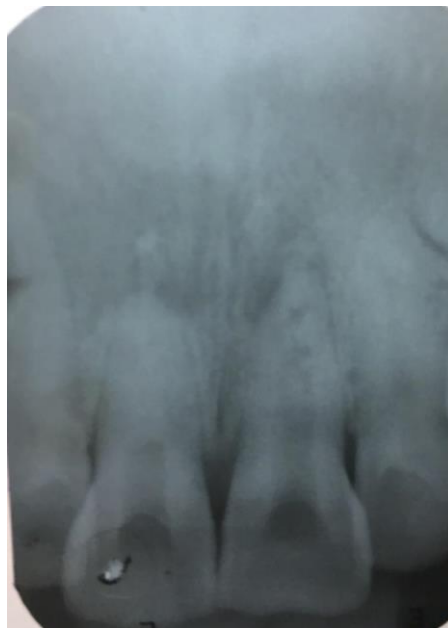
Radiografia periapical realizada após confecção de Tampão com MTA Repair HP
